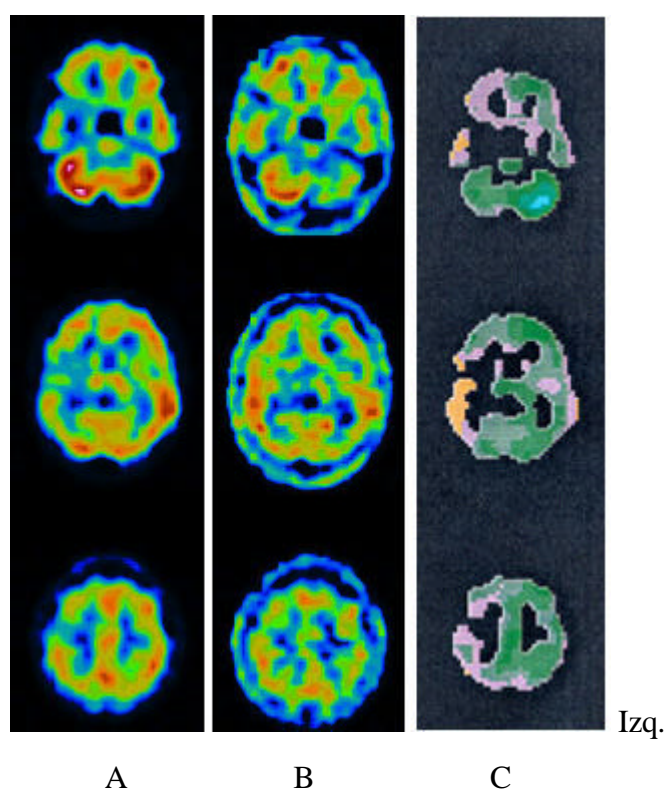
Imágenes del SPECT cerebral interictal (A), SPECT cerebral del TAS (B) e imagen diferencia (C) del paciente número 20. Paciente con crisis parciales complejas de origen temporal derecho, que durante la realización del TAS en la ACI derecha presentó un periodo de inatención de unos 5 minutos. En la imagen diferencia del TAS observamos una disminución de la perfusión muy discreta (verde claro) en el hemisferio cerebral derecho y una marcada diásguasis cerebelosa izquierda. Destaca la importante disminución de la perfusión en el hemisferio cerebral izquierdo, que es incluso mayor a la del hemisferio cerebral en el que se ha administrado el amobarbital.
